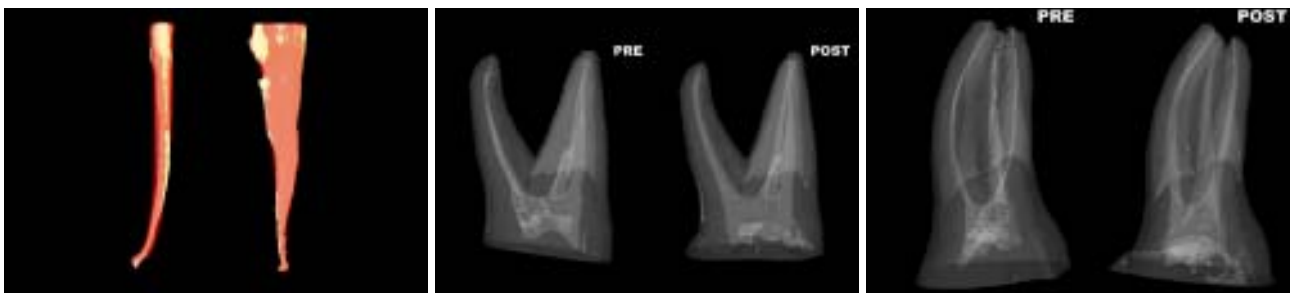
Überlagerung von Prä- (gelb) und Postinstrumentierung (rot) hergestellt mit µCT und dreidimensionale Wiedergabe eines 35 mit ovaler, gekrümmter Anatomie, aufbereitet mit dem M_{two}-System. Man kann in der mesio-distalen sowie der bucco-lingualen Ansicht erkennen, dass ein Großteil der Anatomie von den Instrumenten mechanisch bearbeitet wurde. – Abb. 7a: Mesio-distale Ansicht der Prä- und Postinstrumentierung, dreidimensionale Darstellung einer µCT-Aufnahme eines mit dem M_{two}-System aufbereiteten 46. – Abb. 7b: Bukko-linguale Ansicht der Prä- und Postinstrumentierung, dreidimensionale Darstellung einer µCT-Aufnahme eines mit dem M_{two}-System aufbereiteten 46.
